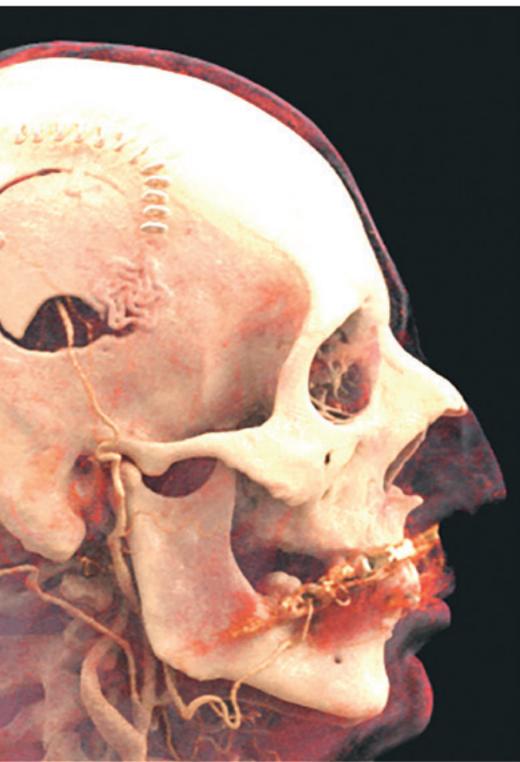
En haut à gauche: l'angiographie de soustraction numérique cérébrale montre un pontage STA-ACM perméable. En haut à droite: conditions postopératoires, la STA passe par un évidement dans la craniotomie vers l'arrière. En bas à gauche: l'IRM préopératoire (à gauche) et postopératoire (droite) avec perfusion postopératoire améliorée de l'hémisphère
